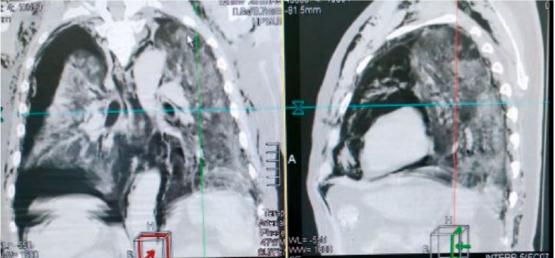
Пример тяжёлого поражения легких при COVID-19 у больного А. с гипертонической болезнью и сахарным диабетом 2 типа. КТ-4 с последующим развитием синдрома торокальной утечки воздуха (пневмоторакс, пневмомедиастенум, эмфиземой мягких тканей шеи и грудной клетки)
